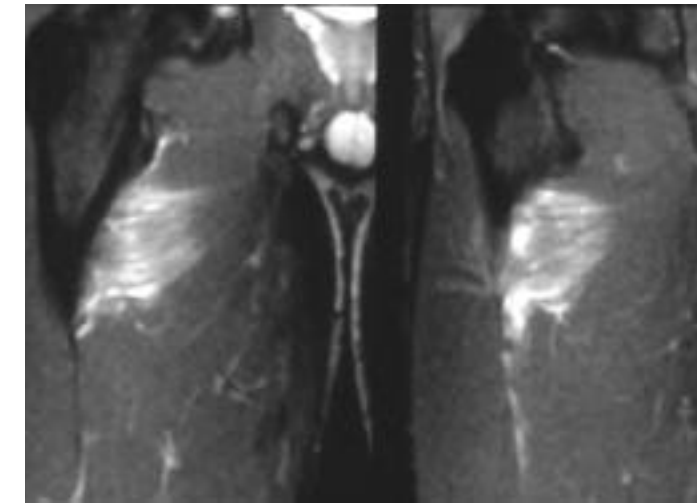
Tomografías coronales en secuencia STIR. Esguince grado I de la musculatura aductora, donde se observa aumento de la señal debido a edema y hemorragia.
